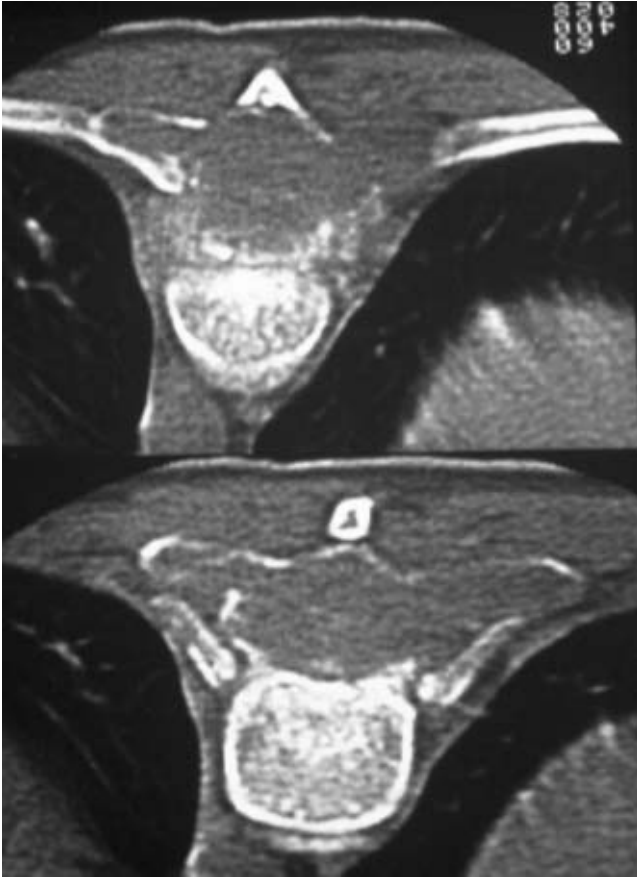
Tomografía axial computarizada de T6 que muestra afcción del arco posterior, con invasión tumoral del conducto raquídeo en ambos cortes.
